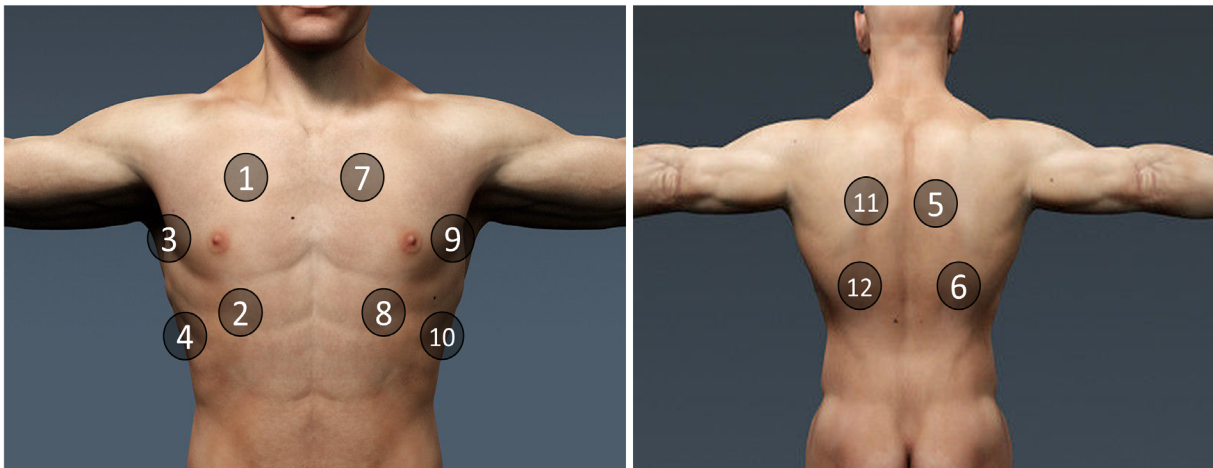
Sistemática de exploración para la ecografía pulmonar en enfermos COVID-19. En enfermos graves, dada la dificultad para evaluar las regiones posteriores, se excluirán las áreas 5, 6, 11 y 12.
